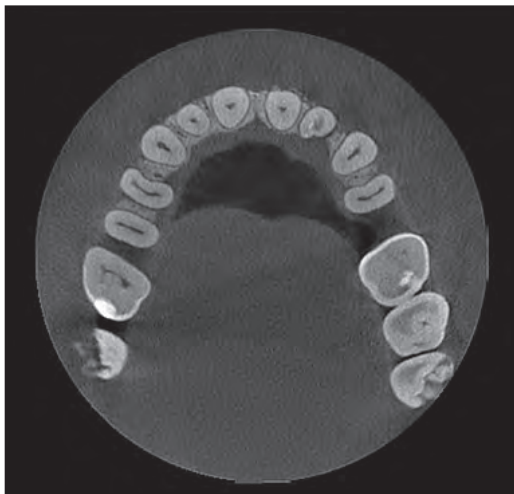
Tomografía CBT lesión apical diente 2.2 (Corte axial)
